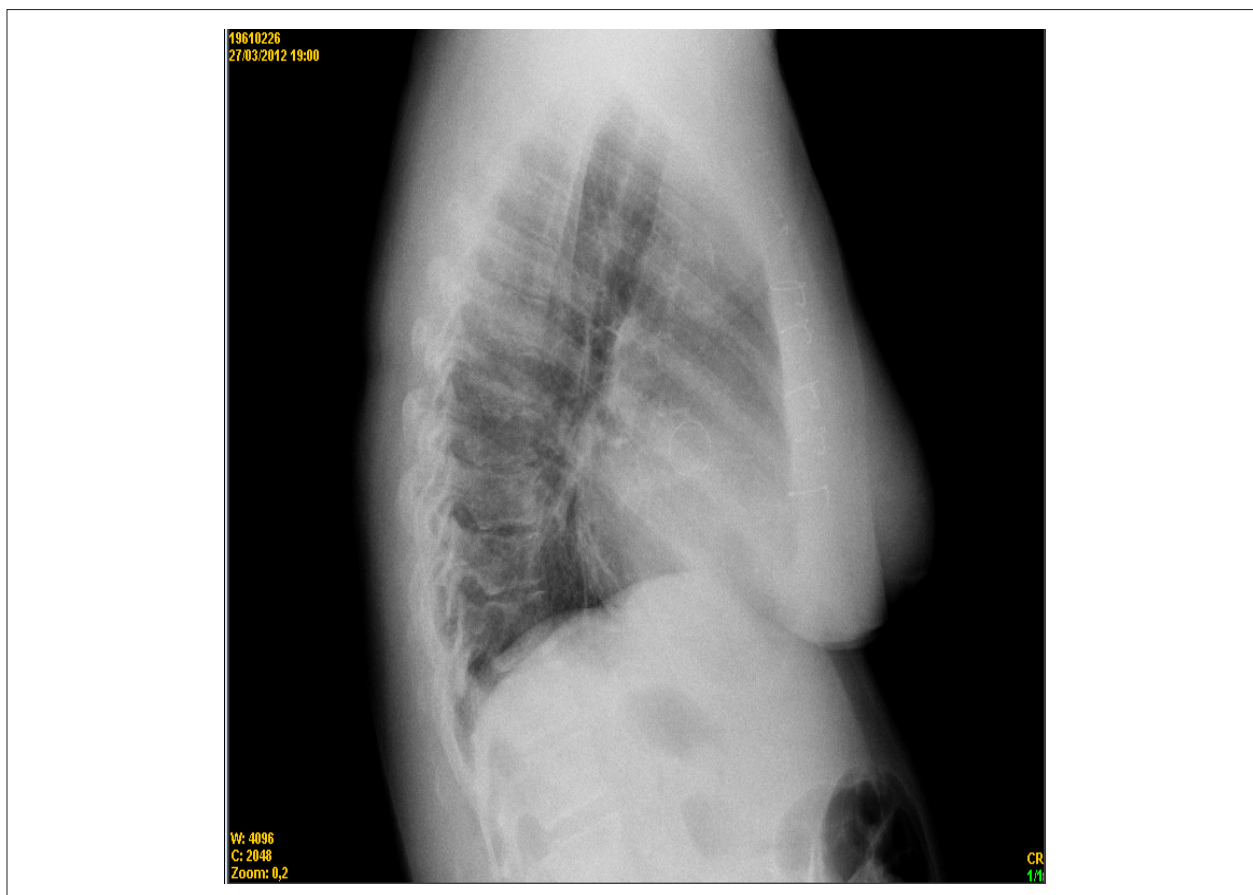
Radiografia do tórax (incidência perfil) - Pontos metálicos no esterno, anel de prótese valvar
